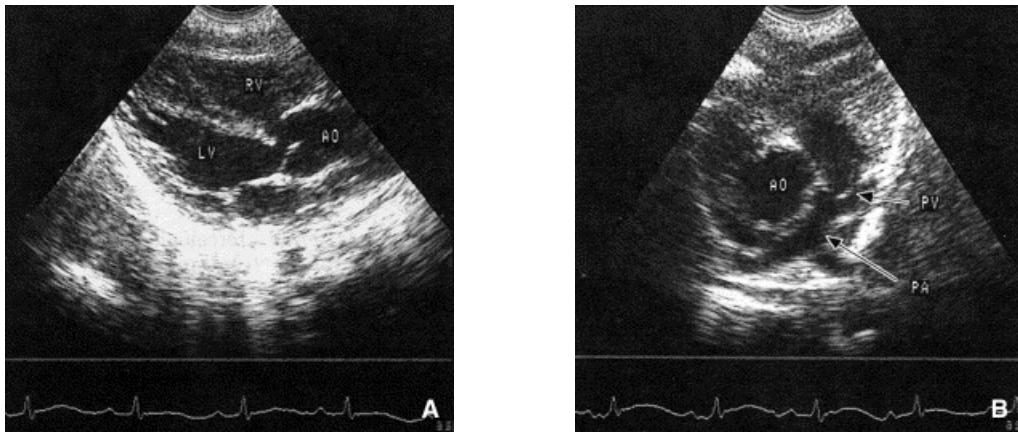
(21) : Echocardiographie d'une tétralogie de Fallot.
